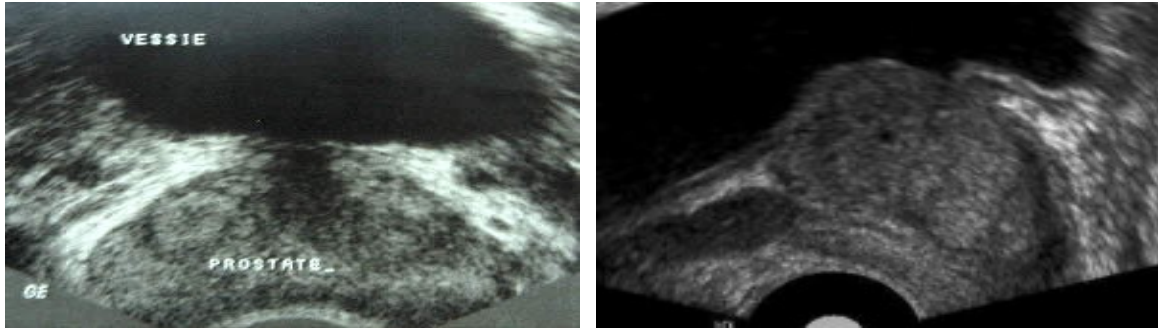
échographie prostatique endo-rectale (coupe transversale et sagittale)
